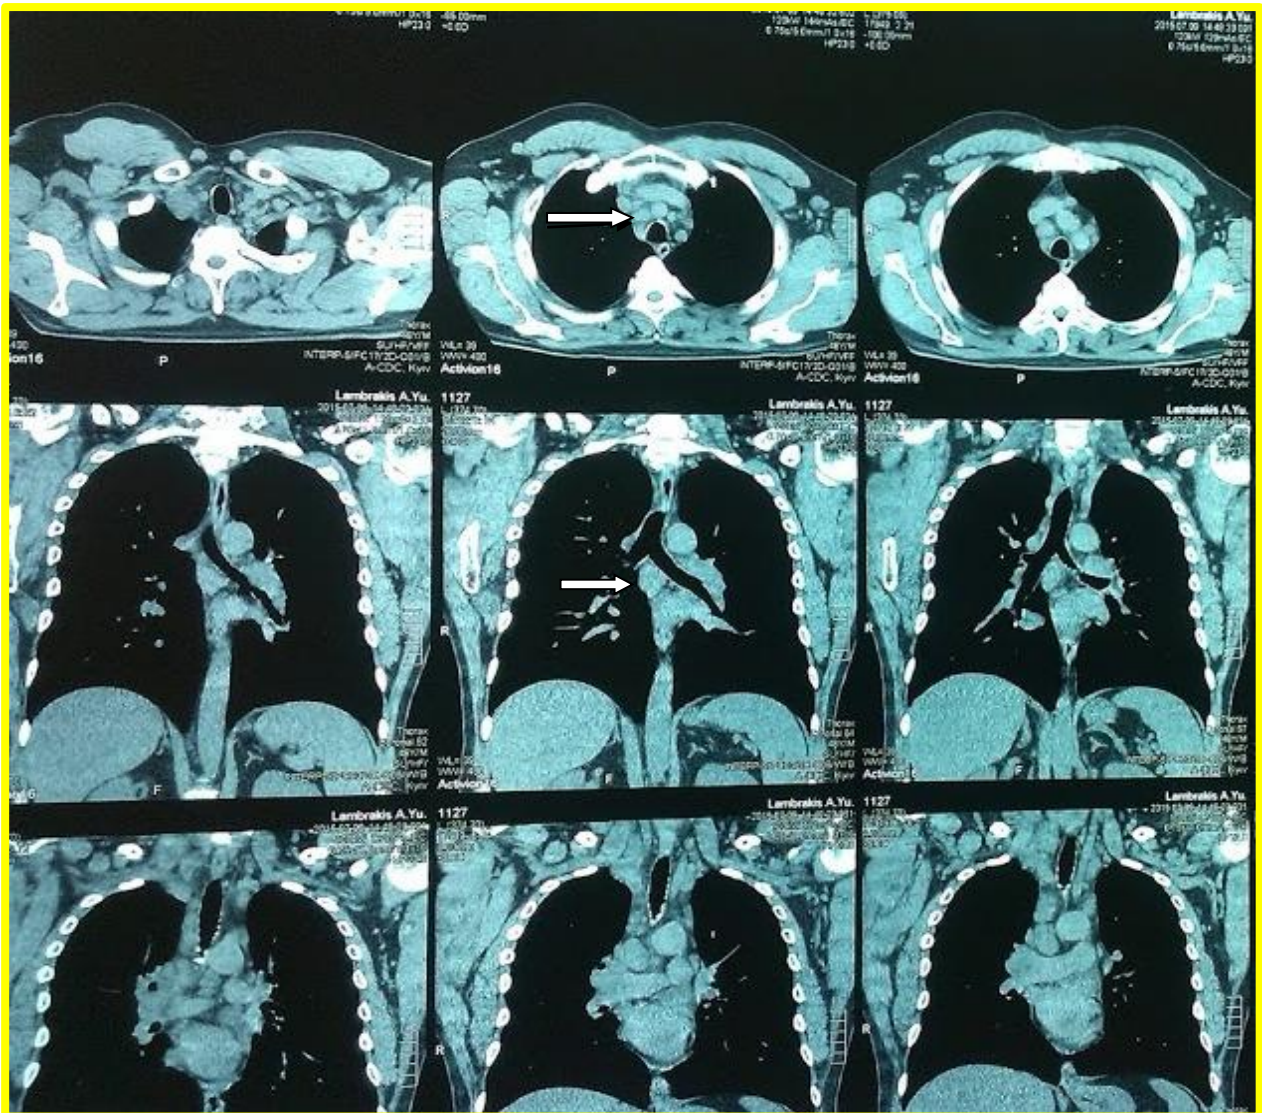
КТ ОГП. Туберкульоз внутрішньогрудних ЛВ (Хворий Л, 47 років, і.х. № 150670)
